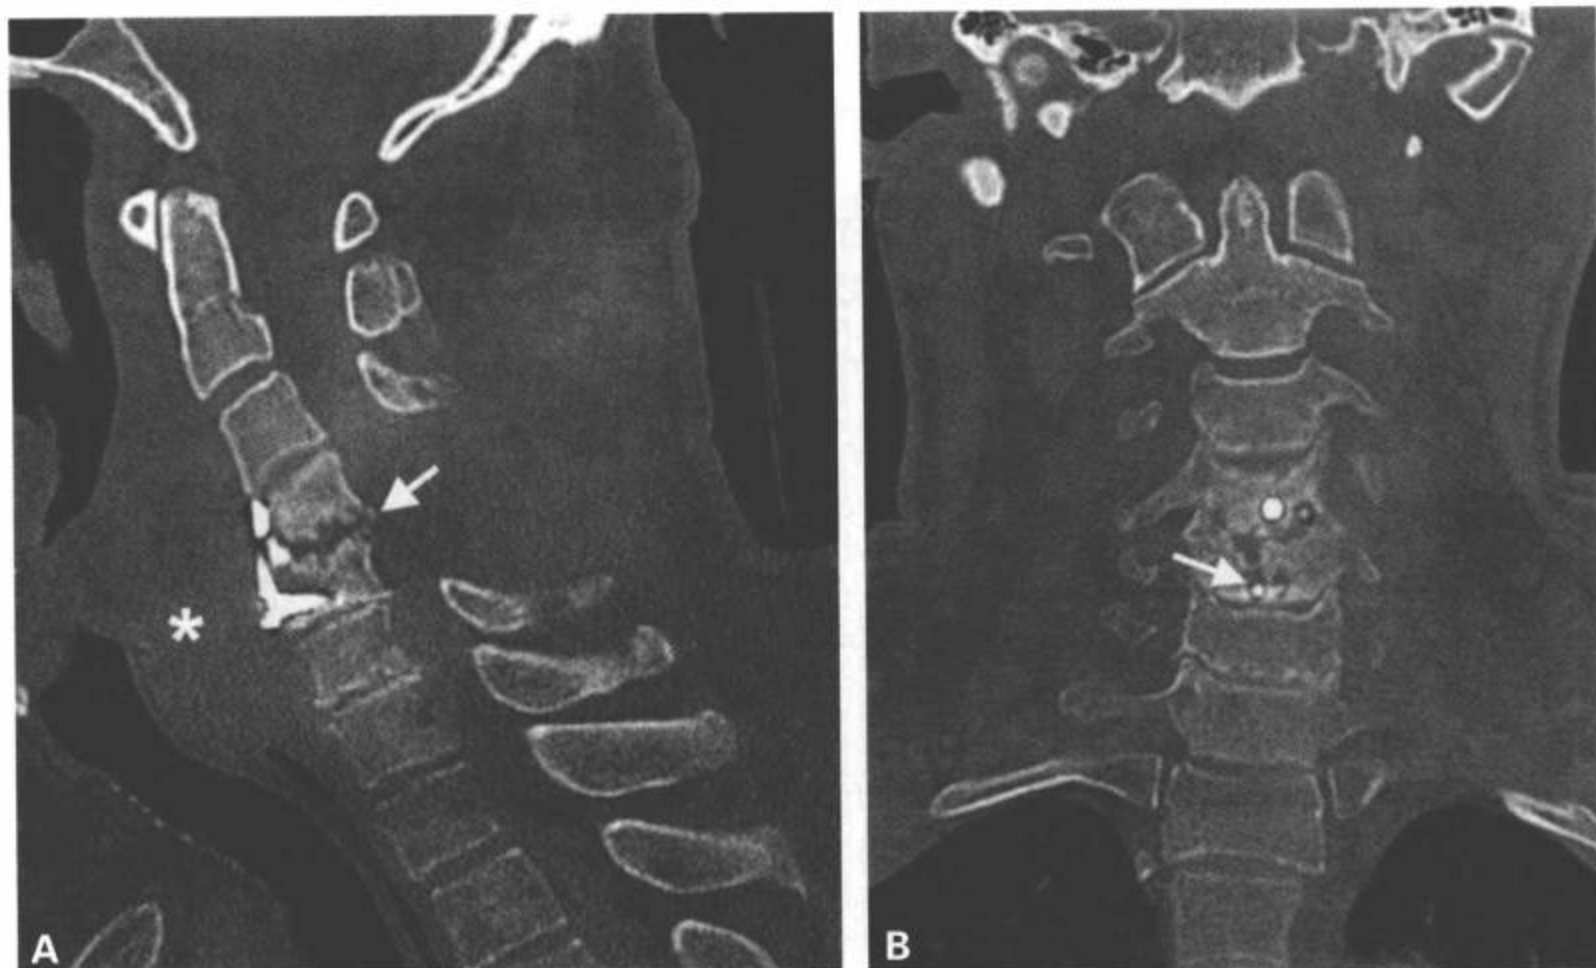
术后感染。C4-C5融合和椎板切除病人的CT矢状面(A)和冠状面重组图像(B)。矢状面图像上所见的椎前肿胀符合椎前脓肿(A中星),并可见相关的C4-C5椎间盘侵蚀(A中白箭头)。螺钉周围也可见到透亮影,可能是相关感染引起的松动(B中箭)。
